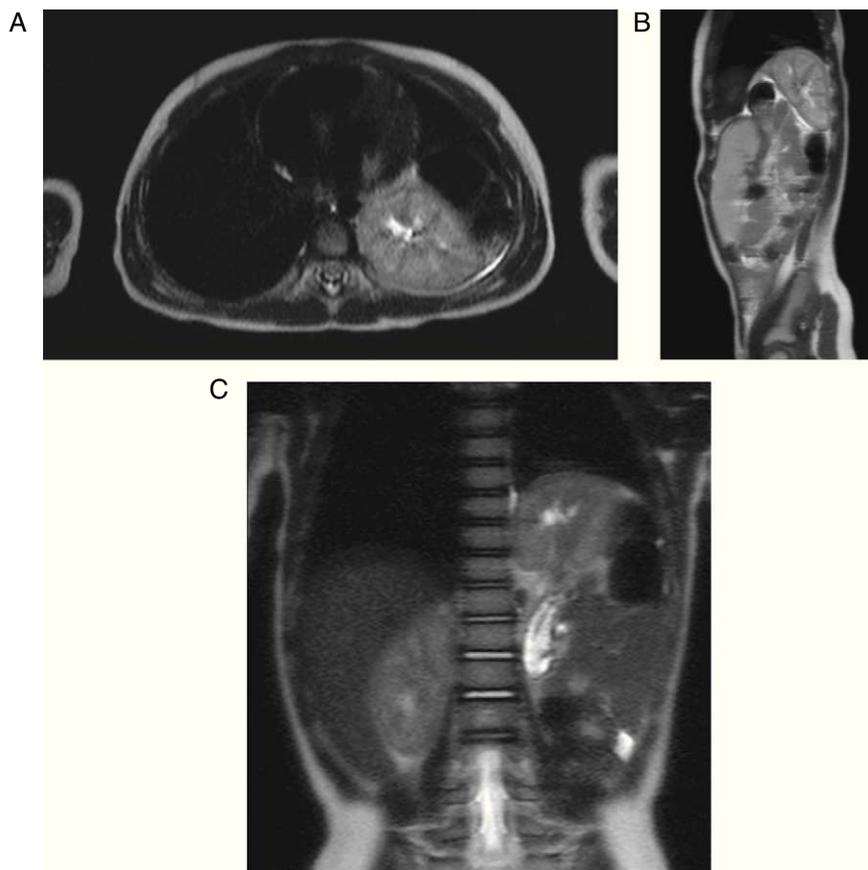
RM axial (A), sagital (B) y coronal (C) en T2. Hernia diafrágica posterior izquierda con riñón izquierdo y contenido intestinal.
